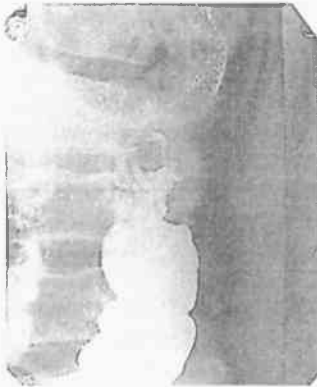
На рентгенограмме имеется дефект наполнения по задней стенке восходящего отдела толстой кишки 5х2 см
